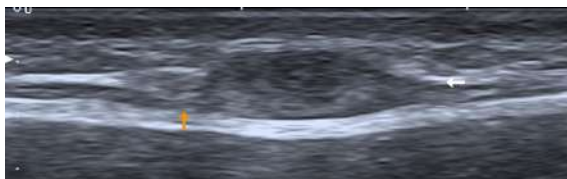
Ultrasonido en corte longitudinal: lesión fusiforme sólida cuyo origen neural se confirma por su localización entre la rama aferente (flecha amarilla) y la rama eferente (flecha blanca) del nervio.
